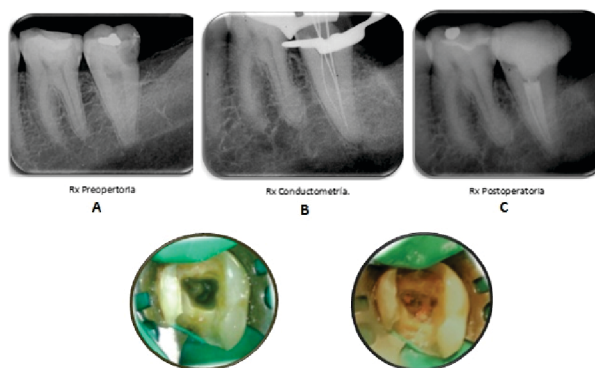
Radiografías e imágenes coronales postapertura del caso clínico 2. A, Preoperatoria; B, Conductometría; C, Postoperatoria. Nótese que se observó disposición de conductos en C del tipo C2 en cuanto a la clasificación anatómica y de tipo III en cuanto a la clasificación radiológica.
